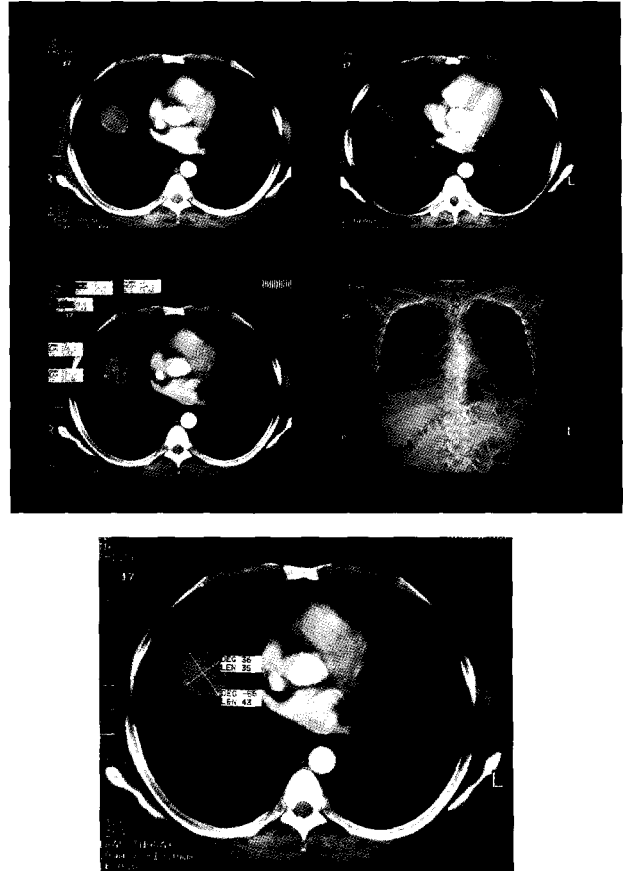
TAC de tórax que demuestra masa con coeficiente de atenuación de tejidos blandos
